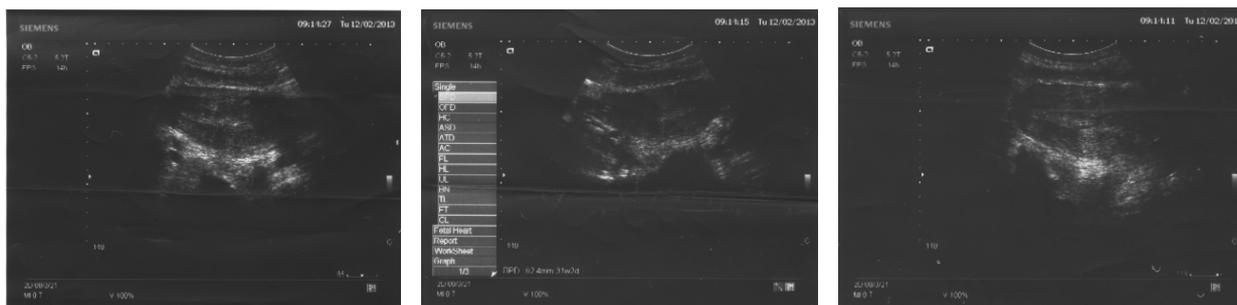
УЗИ матки в послеоперационном периоде
